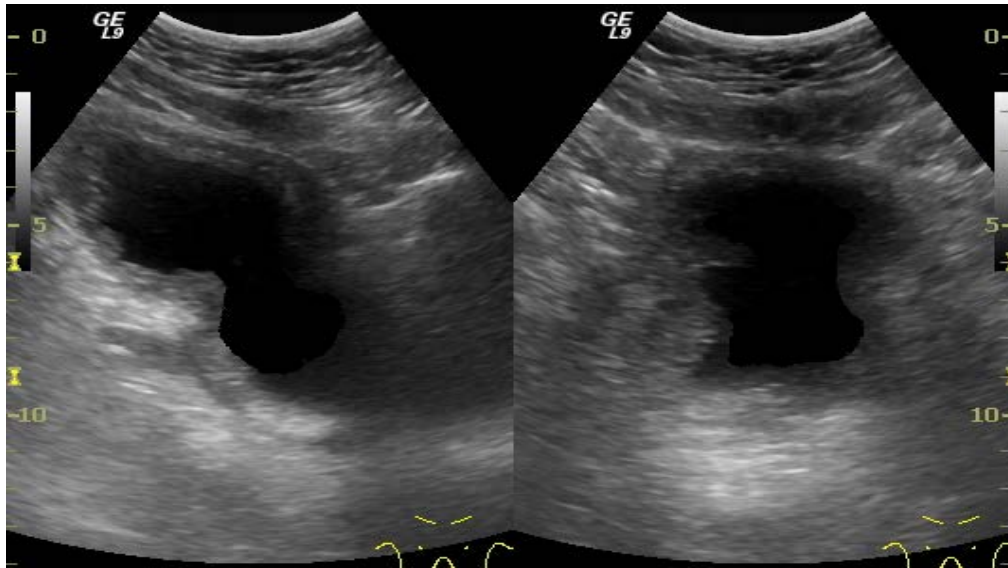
Послеоперационное УЗИ пациента К., ложе удаленной гиперплазии простаты
